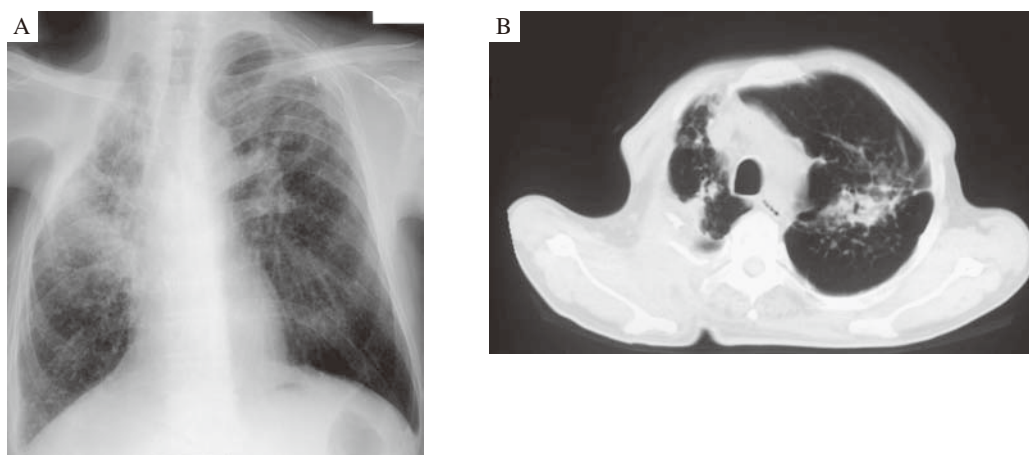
Chest X-ray (A) and CT (B) after thoracoplasty.
